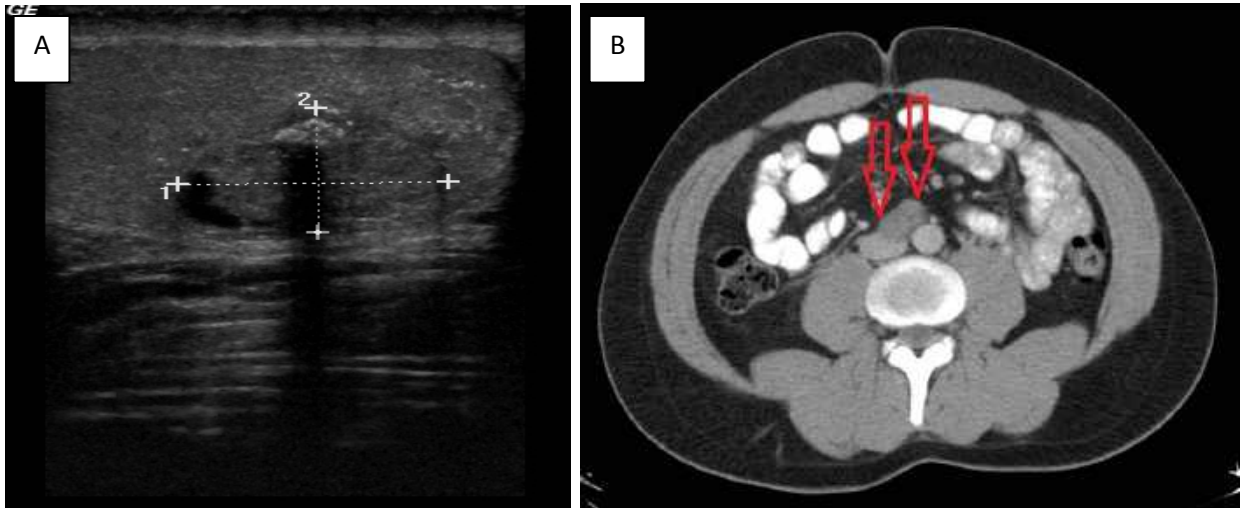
Ecografía escrotal. 1B. Tomografía computarizada tóraco-abdomino-pélvica.
